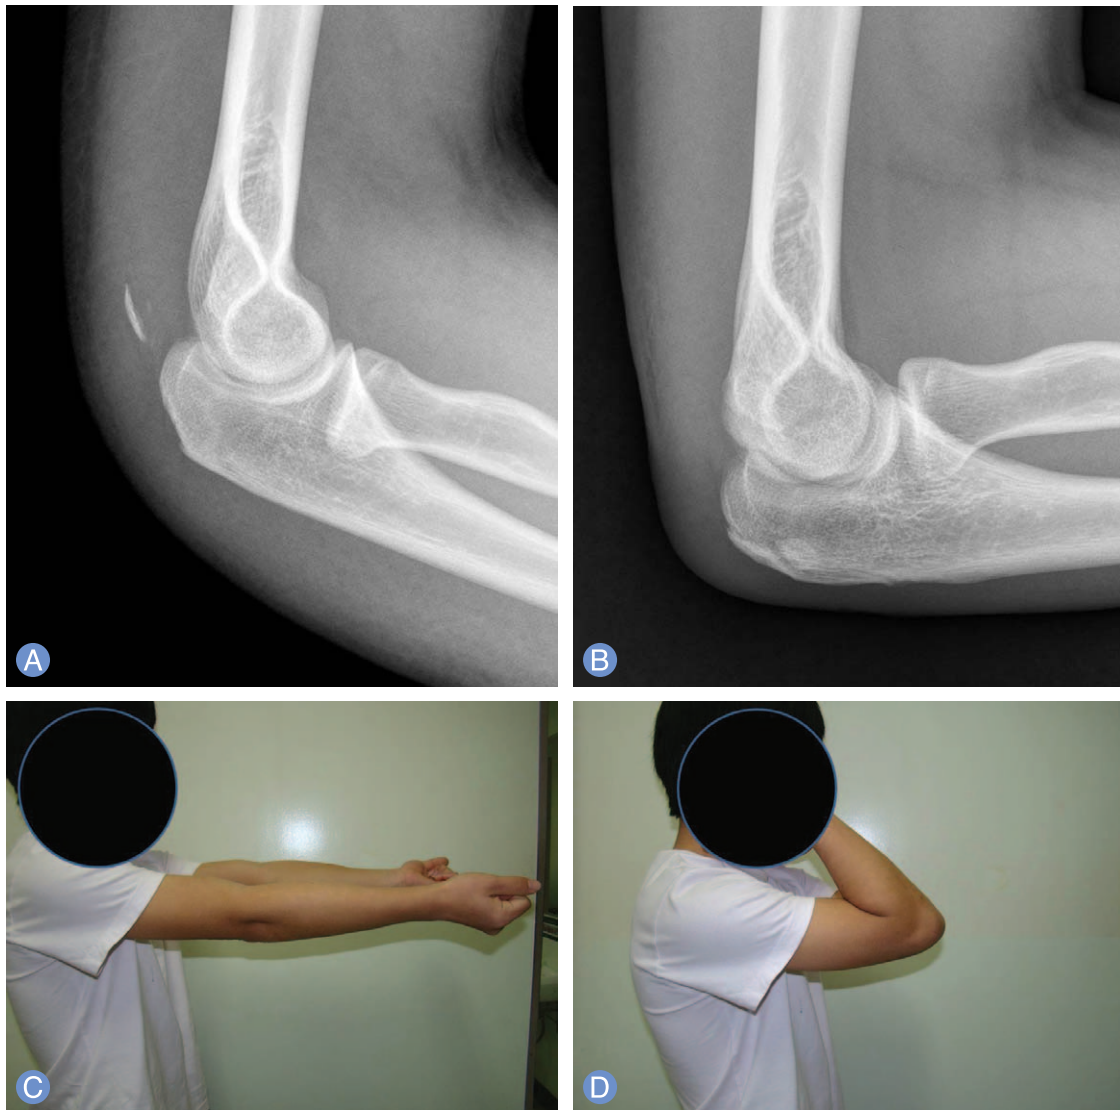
(A) Lateral radiograph showing a shallow bony fragment avulsed from an insertion site of the olecranon by triceps tendon. (B) Final radiograph shows a bony union of avulsed fragment. (C, D) No limitation of motion of right elbow is observed at final follow-up.
